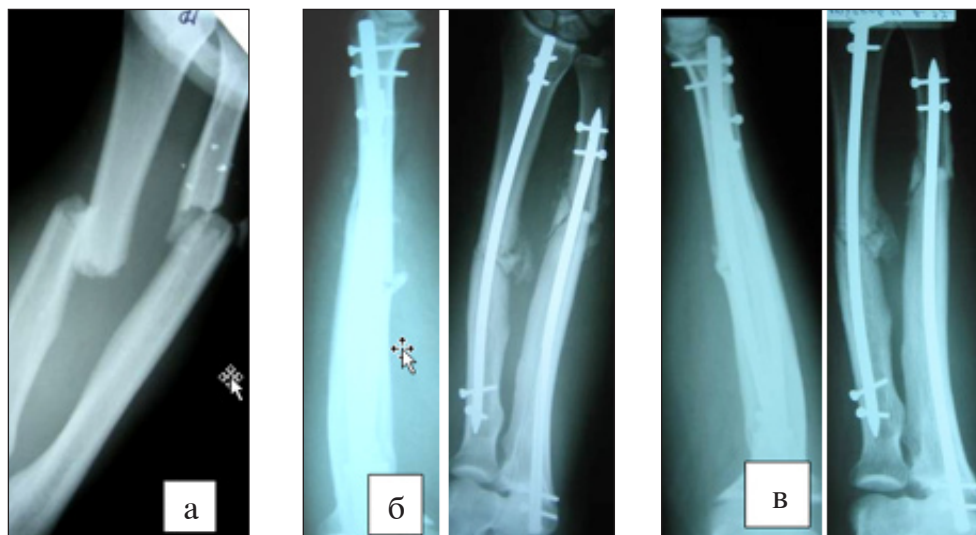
Рентгенограммы пациента И., 44 лет.
